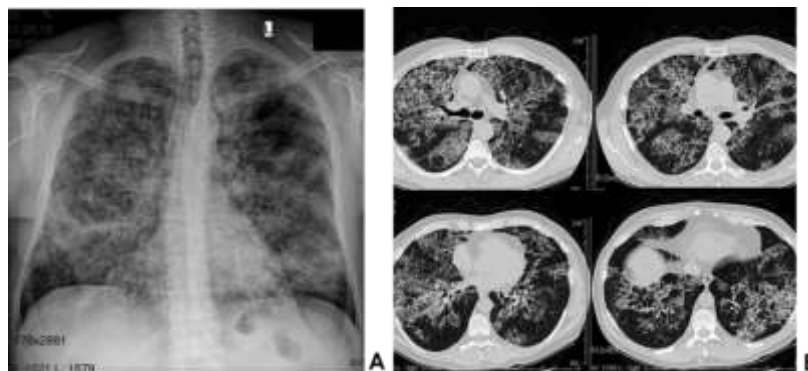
Мужчина 52 года с диагнозом ЛАП, А – рентгенограмма грудной клетки в прямой проекции, Б – КТ-исследование органов грудной клетки
